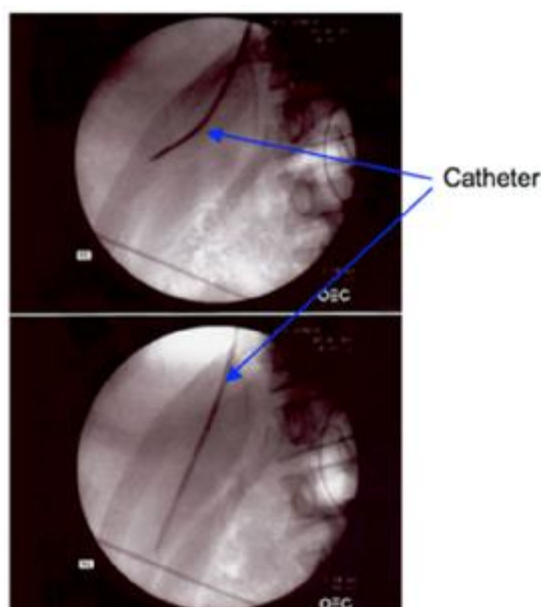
Radiographie du foie montrant un catheter dans la veine sus-hépatique pour la réalisation d'une biopsie hépatique par voie transjugulaire.
